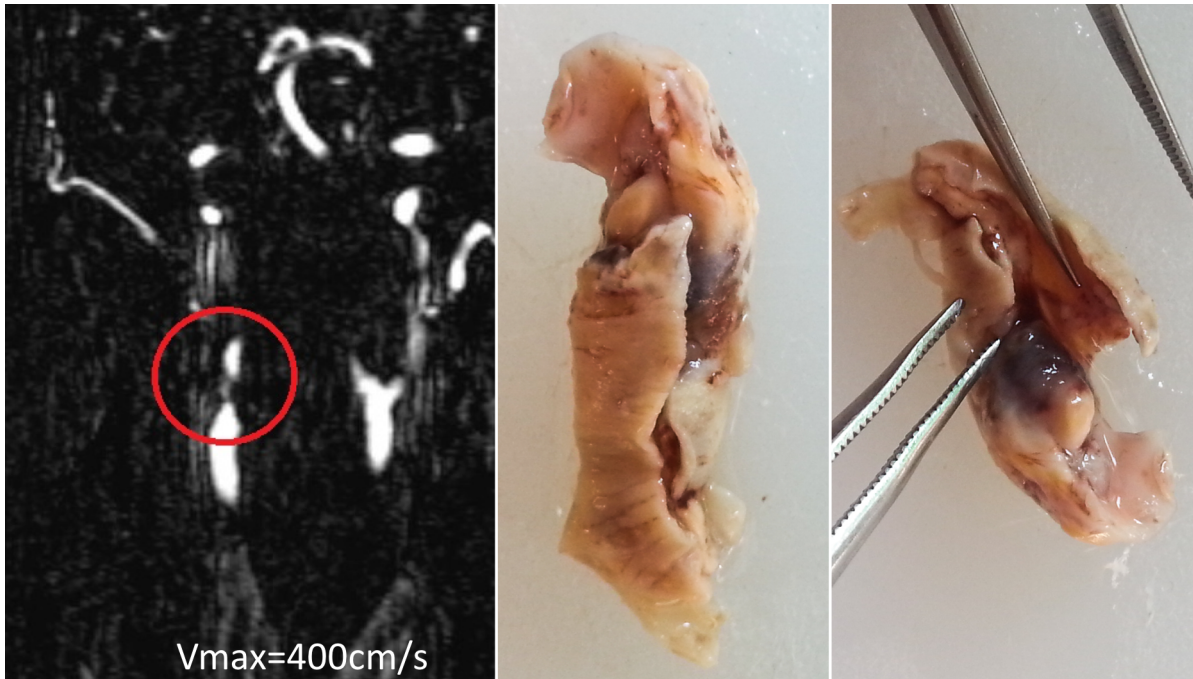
Beispiel einer 60-jährigen Patientin mit hochgradiger (80%) Stenose der A. carotis interna rechts, welche drei Tage nach ipsilateraler Amaurosis fugax operiert wurde. Links: CT-Angiographie mit Darstellung der hochgradigen Stenose; Mitte und Rechts: Makroskopische Darstellung des entnommenen Plaques mit Darstellung der hochgradigen Lumeneinengung und des vulnerablen – bereits eingebluteten – Plaques.
